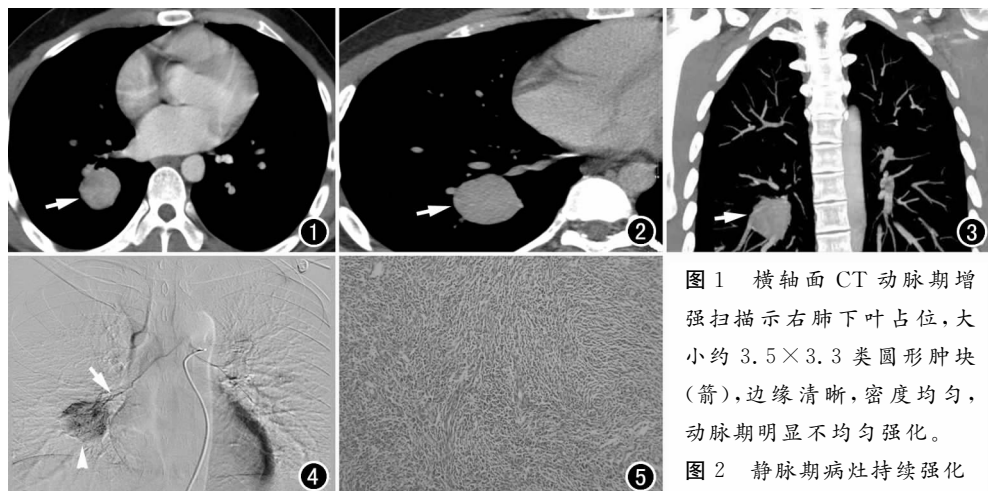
横轴面CT动脉期增强扫描示右肺下叶占位,大小约3.5×3.3类圆形肿块(箭),边缘清晰,密度均匀,动脉期明显不均匀强化。图2 静脉期病灶持续强化(箭),强化密度均匀。图3 MPR冠状面示肺内血管绕行与病灶(箭),病灶周围无异常增粗血管。图4 DSA示病灶由支气管动脉供血(箭),肿瘤染色明显(箭头)。图5 镜下见梭形细胞呈束状排列,其间散在淋巴细胞、浆细胞(×100, HE)。
